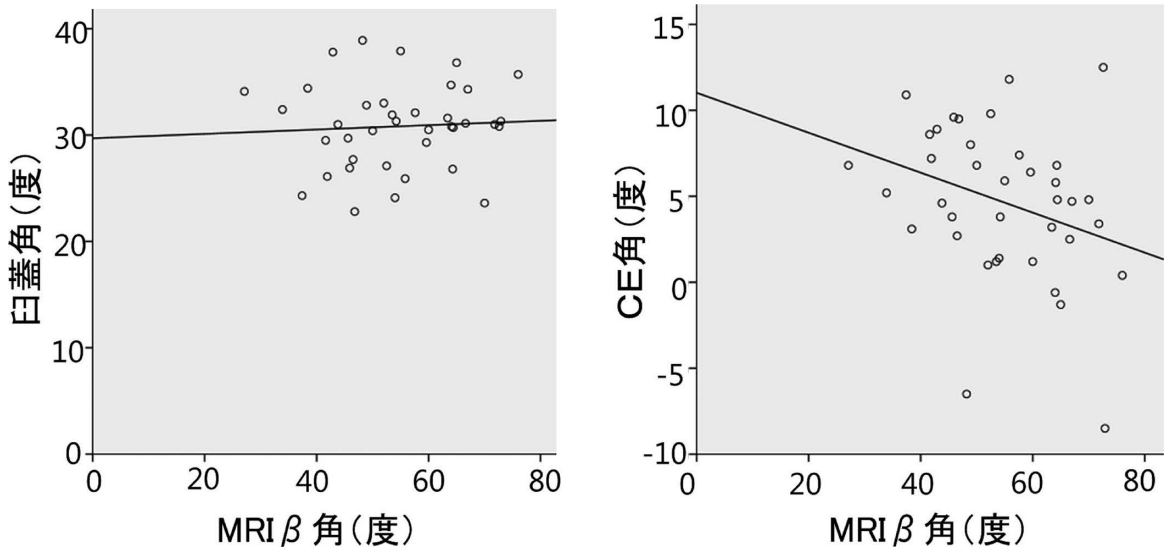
MRI の β 角と臼蓋角・CE 角との相関
